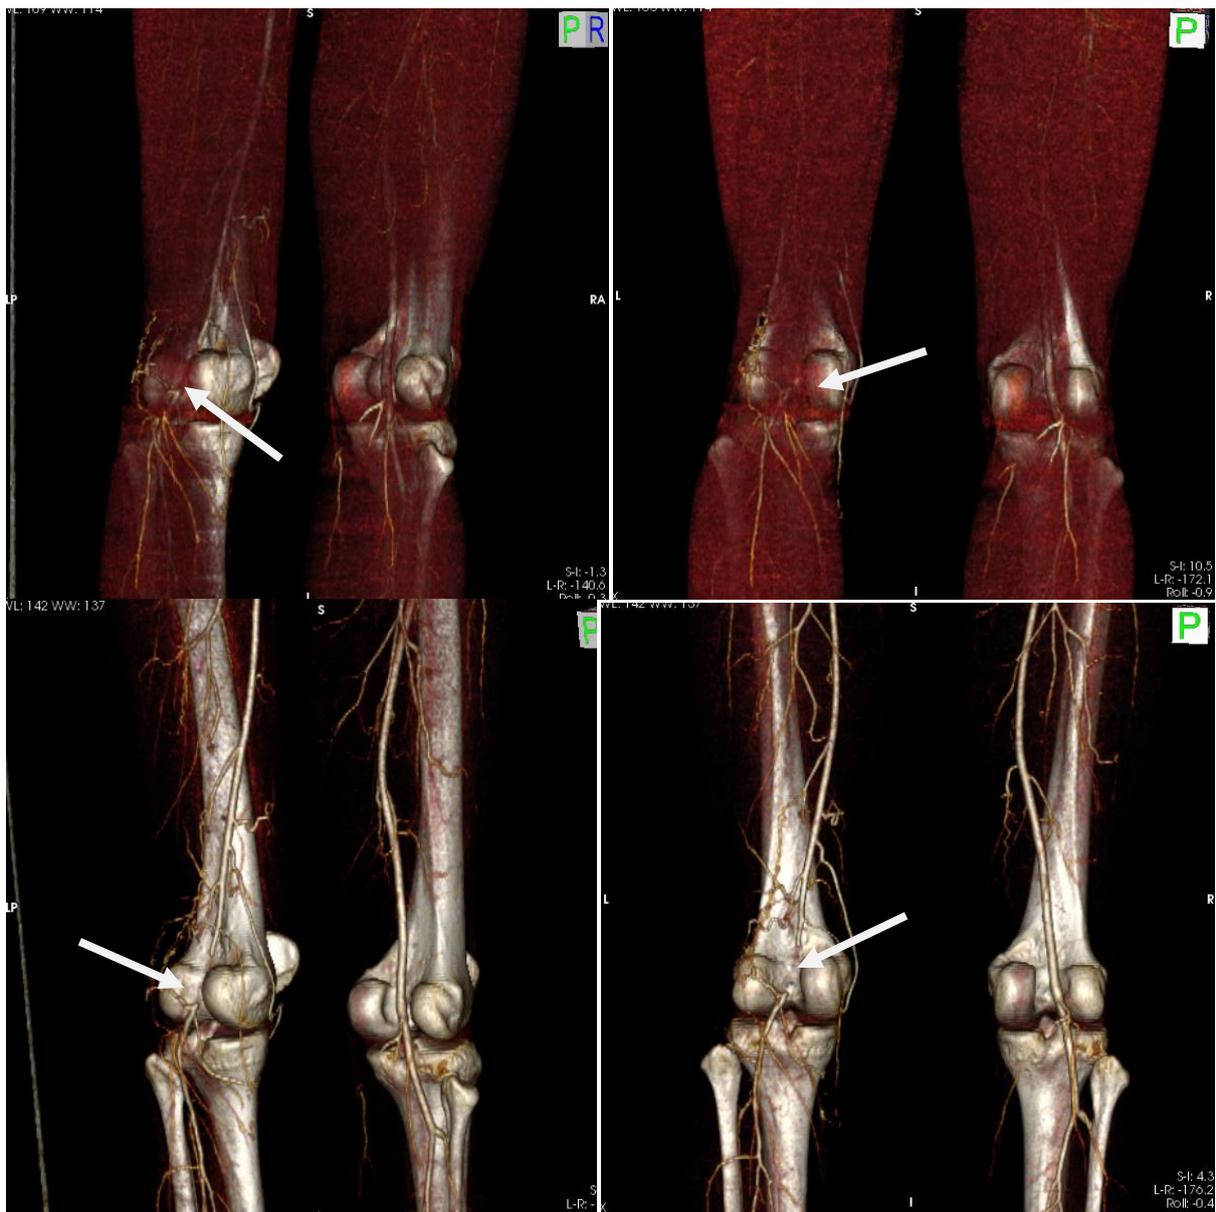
КТ-артериография нижних конечностей пациентки с III типом синдрома сдавления подколенной артерии, 3D реконструкция
